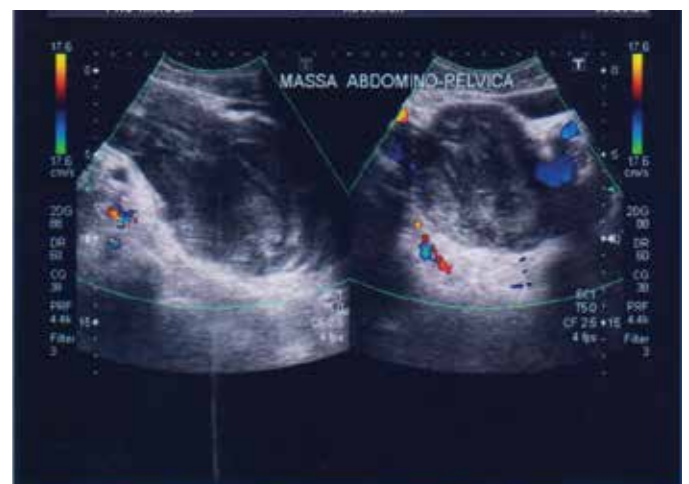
Imagem ultrassonográfica com Doppler colorido que mostra vasos sanguíneos somente na periferia da massa abdominal
